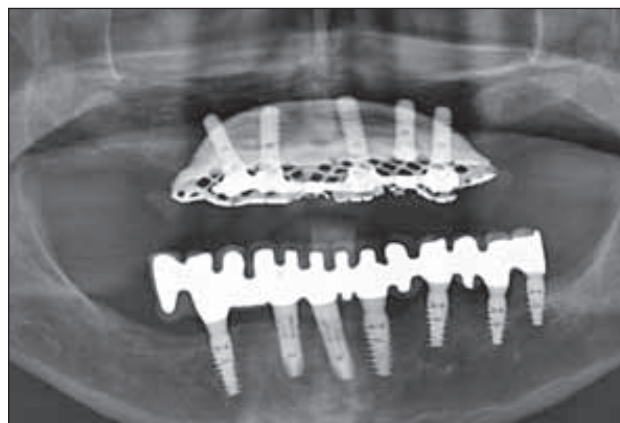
/ Radiographie de contrôle de la prothèse d'usage. Noter les implants, les piliers coniques en titane à la radio-opacité identique, l'armature plus radio-opaque ainsi que l'extension du côté droit. (Prothèse : laboratoire N. Millière.)
